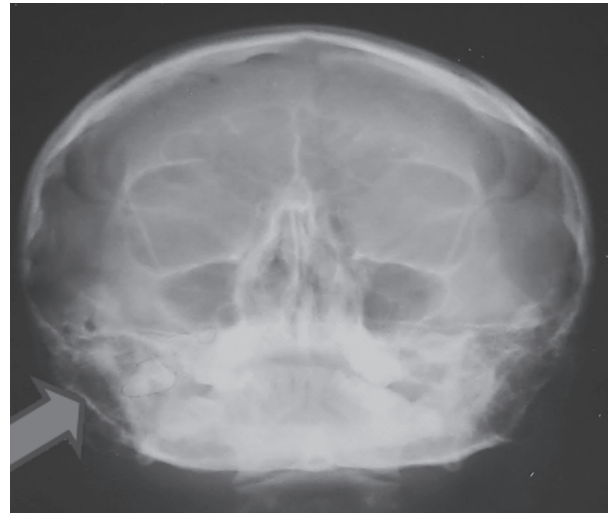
Radiografía con proyección de Waters. Tercer molar superior derecho en posición invertida, con inclinación lateral en el espacio facial bucal.
